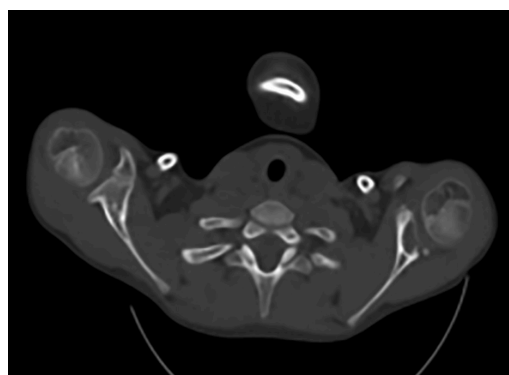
TC de cráneo, cuello, tórax, abdomen y pelvis c/c endovenoso, ventana ósea, agosto del 2023.
